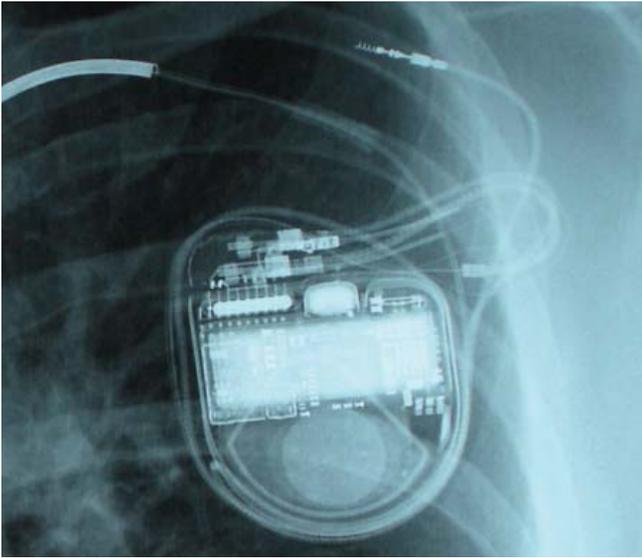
Detalle de la radiografía de la figura 6. Apréciense ambos electrodos alrededor del generador, sobre todo el auricular.
